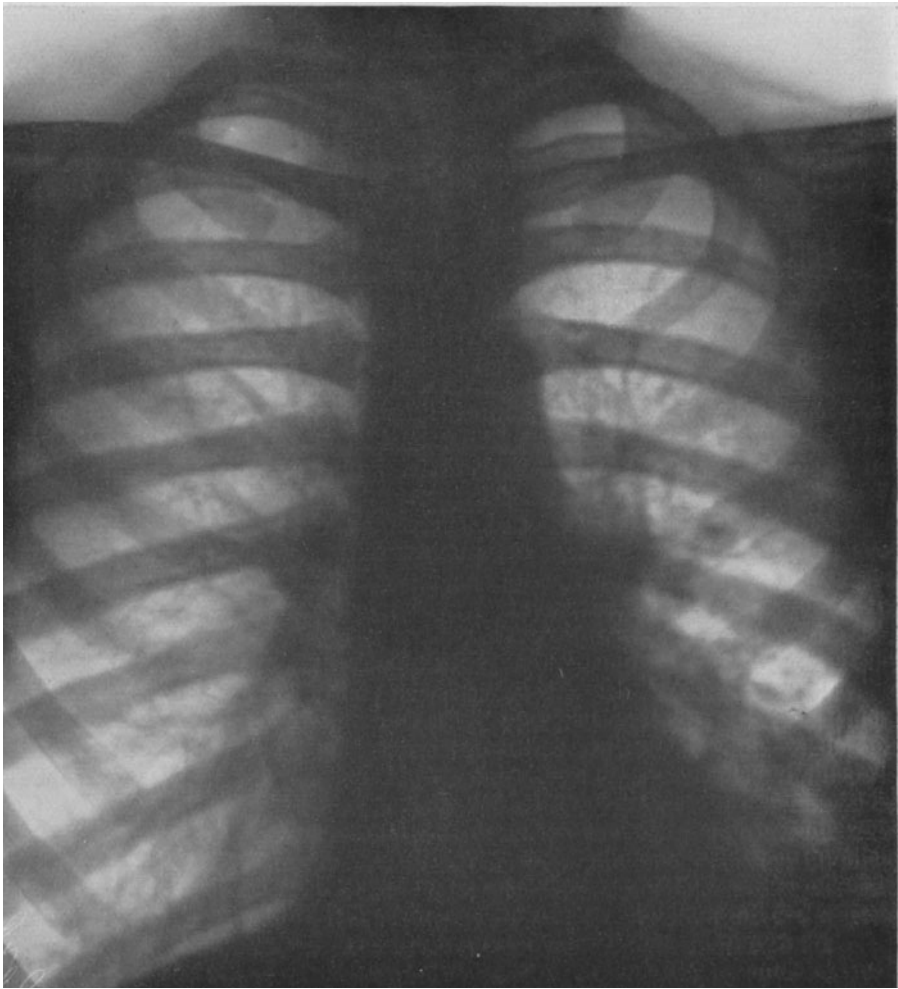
Röntgenogramm eines chronischen Bronchitikers mit stellenweisen Bronchiektasen und auf interstitiell-pneumonische Verdichtungen zurückzuführender Beschattung medialer unterer Lungenteile, besonders links.
